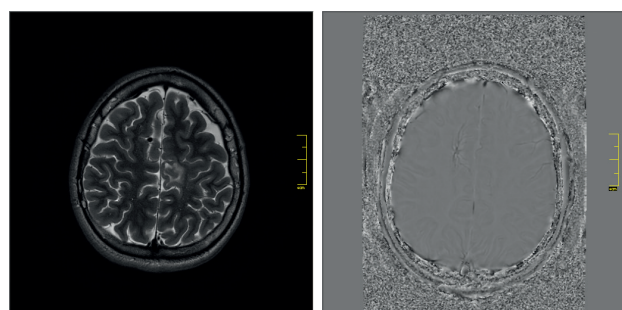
(А, Б). Пациент Б, 6 лет. МРТ 3 Тл, аксиальная проекция, ИП T2 (А), фазовые карты SWAN (Б). На T2 ВИ визуализируется ФКД парасагитальной коры левой теменной доли. SWAN демонстрирует венозную микроангиому в лобно-теменной области справа (собственное исследование).
